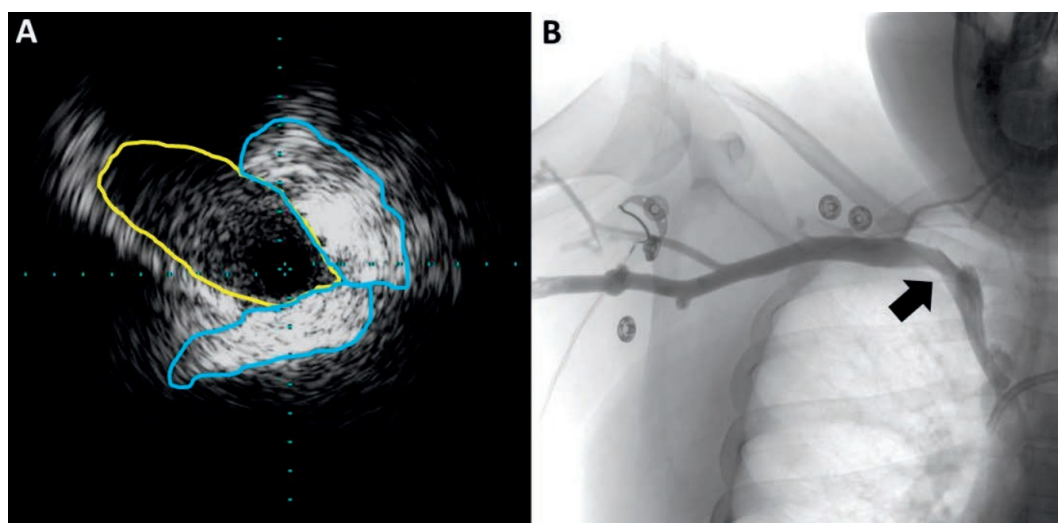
Stenosi della vena succlavia destra. (A) l'ecografia intravascolare documenta la presenza di una riduzione significativa del lume (giallo) con importante ispessimento parietale (blu), mentre il flebogramma (B) sottostima ampiamente la stenosi⁶⁶.
